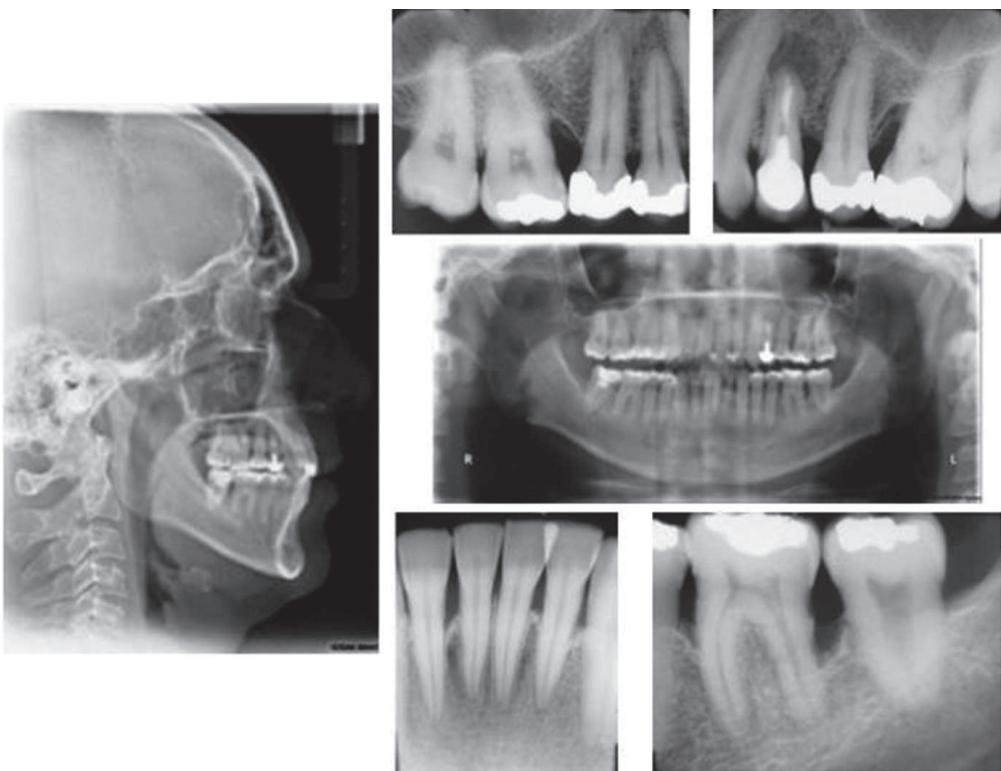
Radiografías previas al tratamiento
